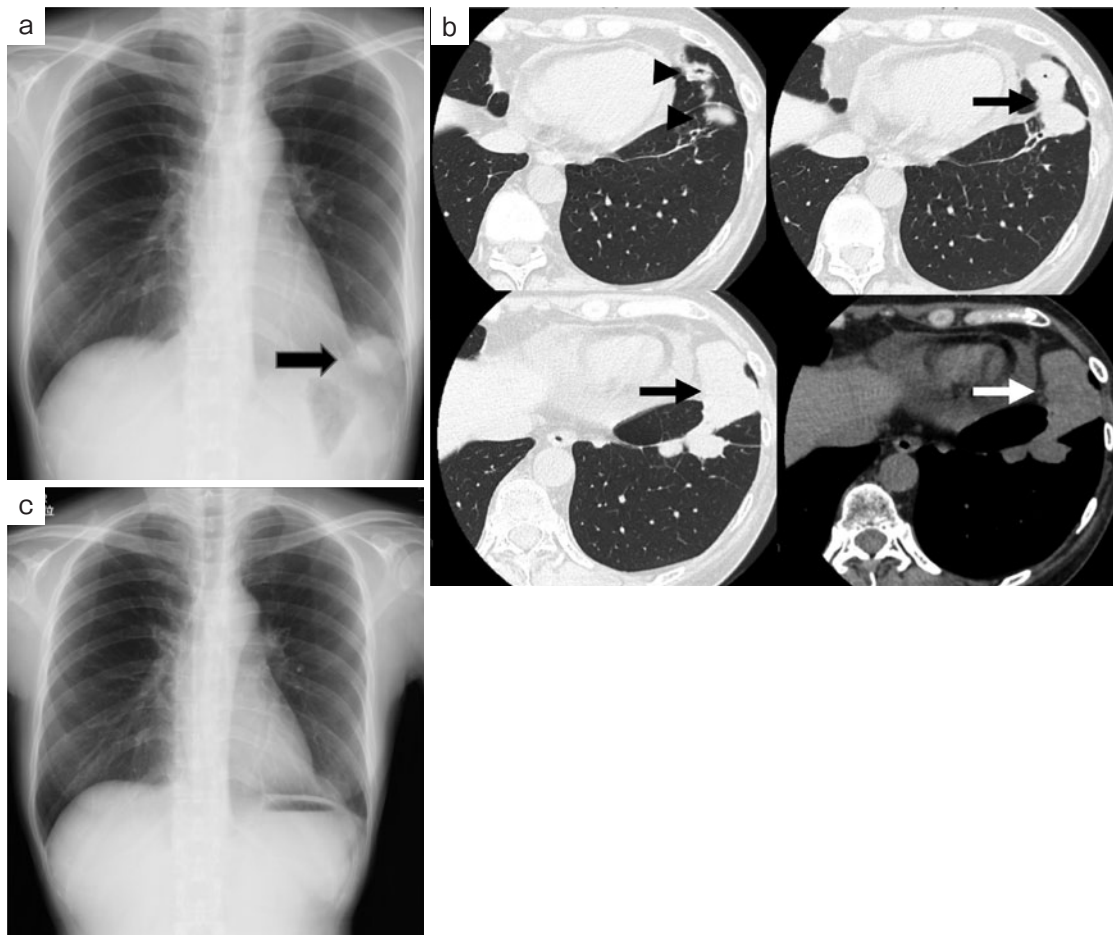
画像所見. (a) 入院時胸部単純X線写真. 左下肺野に腫瘍状陰影を認めた (矢印). (b) 入院時胸部CT. 頭側方向からの肺野条件3スライスと縦隔条件の1スライス. 左肺舌区から下葉にまたがるように45mm大の腫瘍性病変がみられた (矢印). 境界は一部不明瞭となっている (矢頭). (c) 入院6週間後の胸部単純X線写真. ST合剤投与後, 左下肺野の腫瘍状陰影は消失した.
